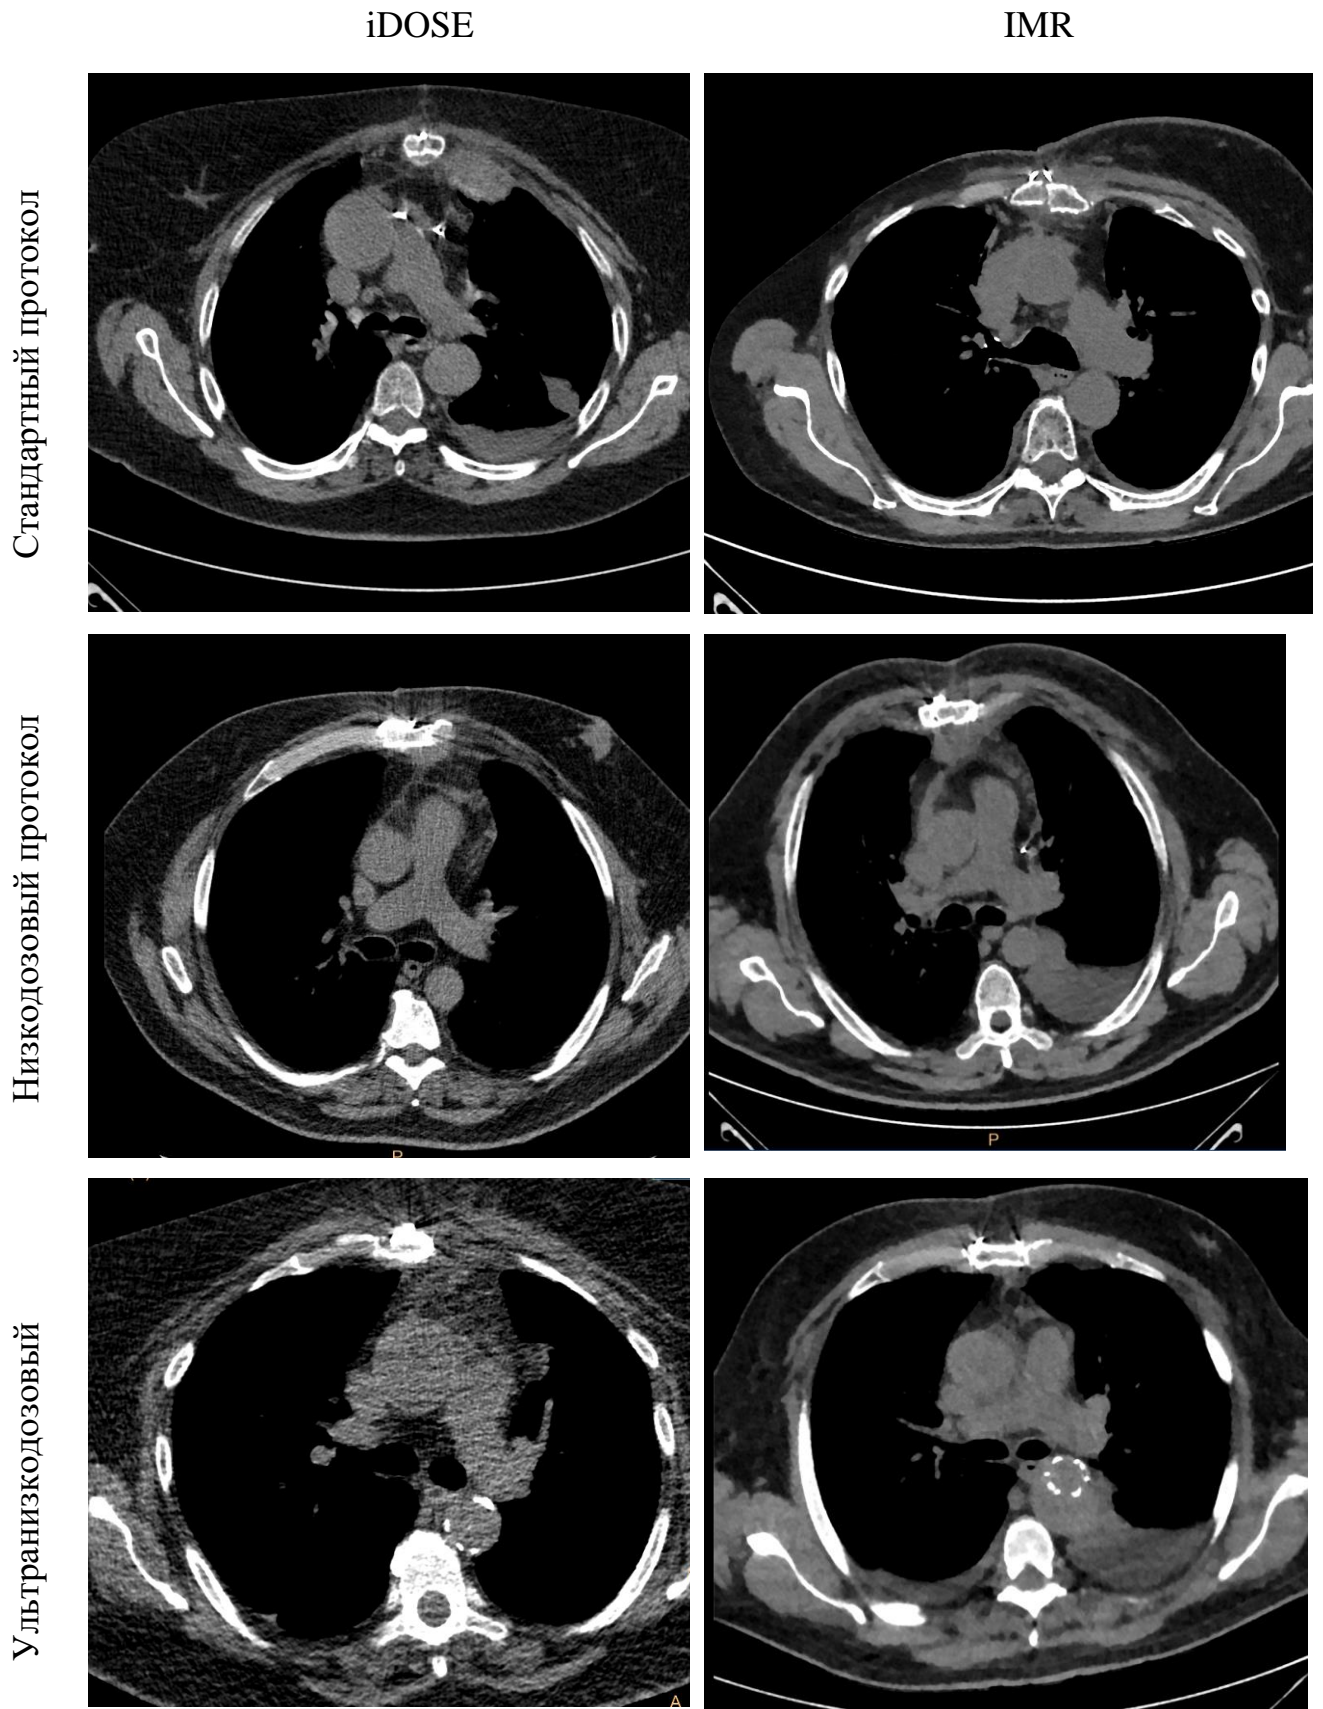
КТ-изображения в мягкотканном окне, полученные на стандартном и низкодозовых протоколах с применением реконструкций iDose и IMR для пациентов с нормальной и избыточной массой тела
